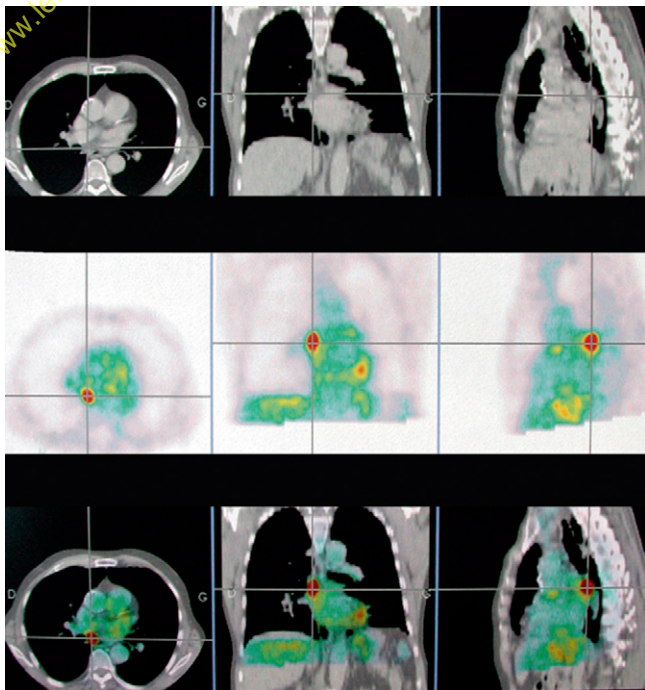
Coupe axiale TDM avec reconstructions frontale et sagittale avec vues de TEP dans les trois plans de l'espace.
